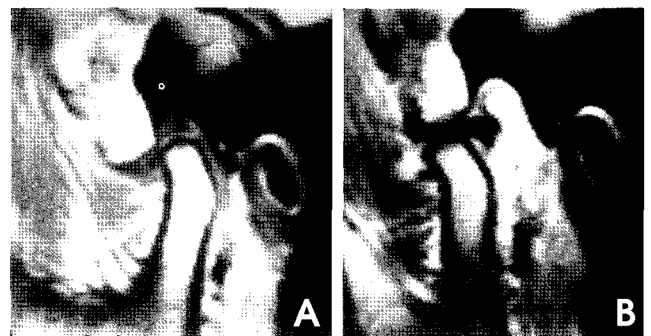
T1 MR images show normal disk position (A. closed B. opening).
